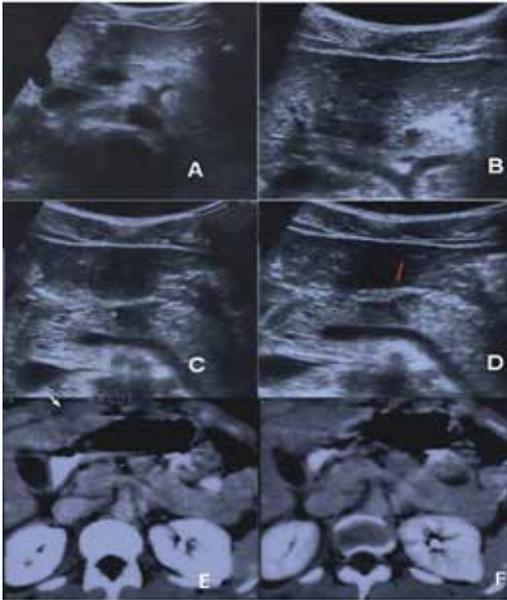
Trauma pancreático. Las imágenes “A”, “B”, “C”, “D” son de ecografía y “E” y “F” son de tomografía computarizada con contraste¹⁰.
